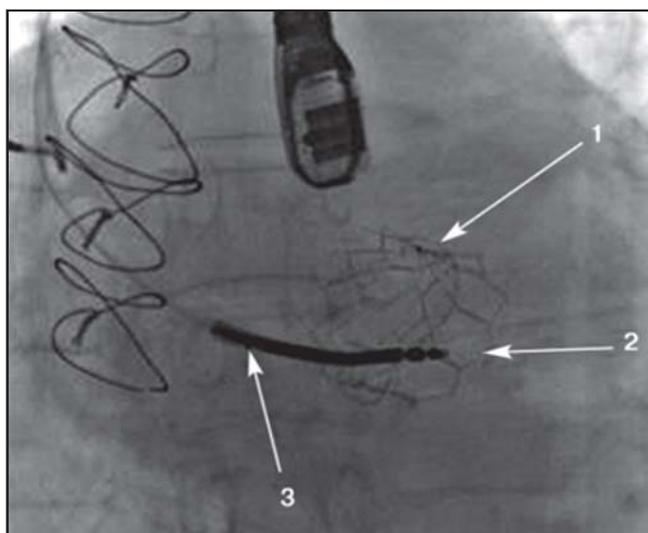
Флюороскопия. Протез «МедЛаб-КТ» имплантирован в опорное кольцо митрального клапана.
